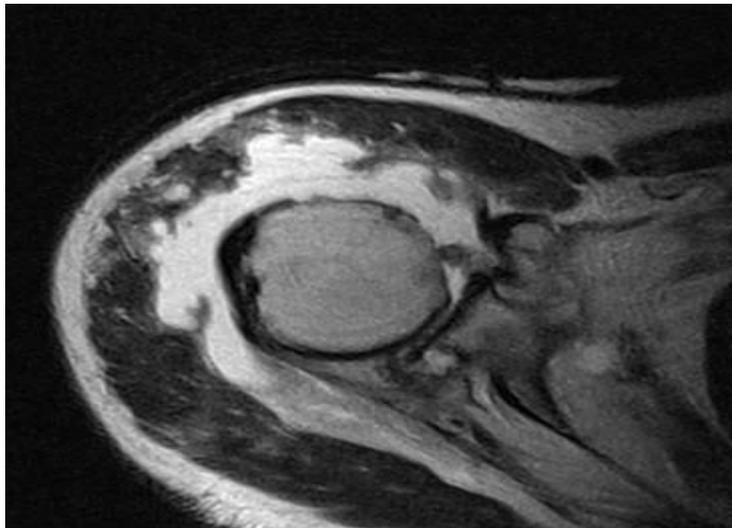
Proyección axial del hombro derecho mediante IRM.
